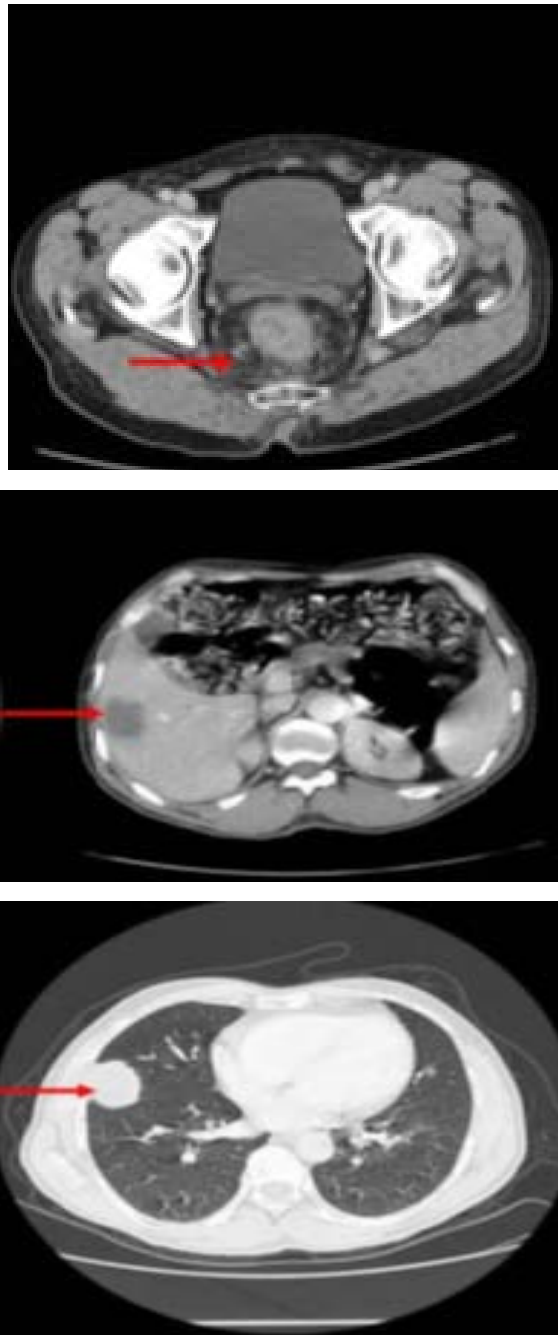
TDM TAP montrant un cancer du rectum avec des métastases hépatiques et pulmonaires Chez un patient de notre étude.
